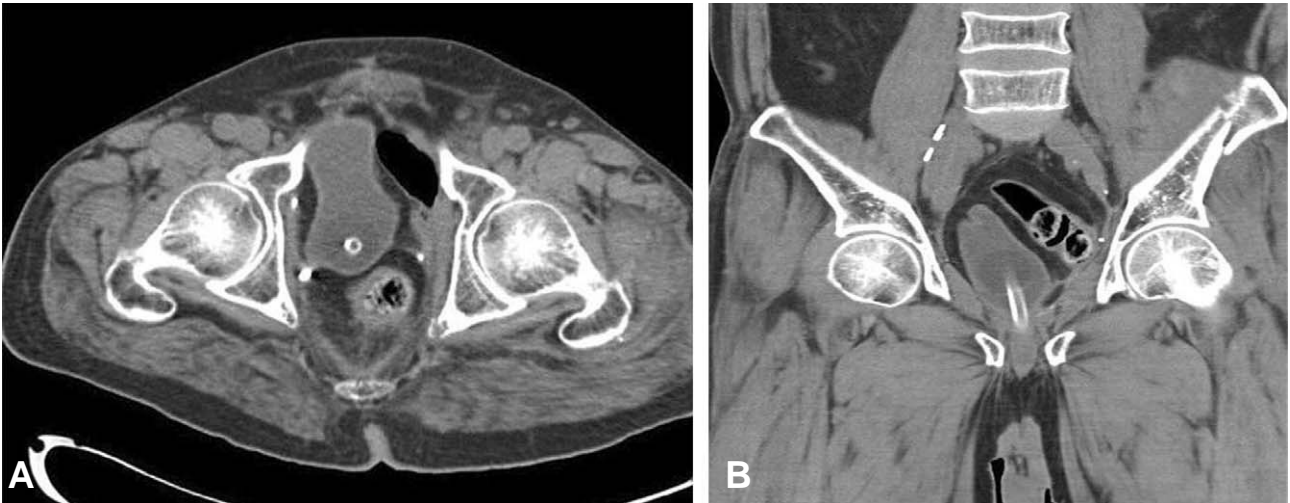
Pelvic CT scan demonstrates the patency of the urinary bladder which Foley balloon catheter is inserted. (A) Transverse view (B) Coronal view
